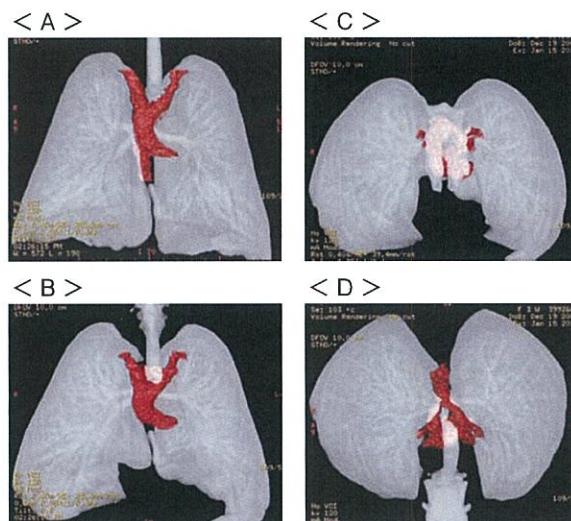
3D-CT: 4 方向から見た大血管系と気管の位置関係
